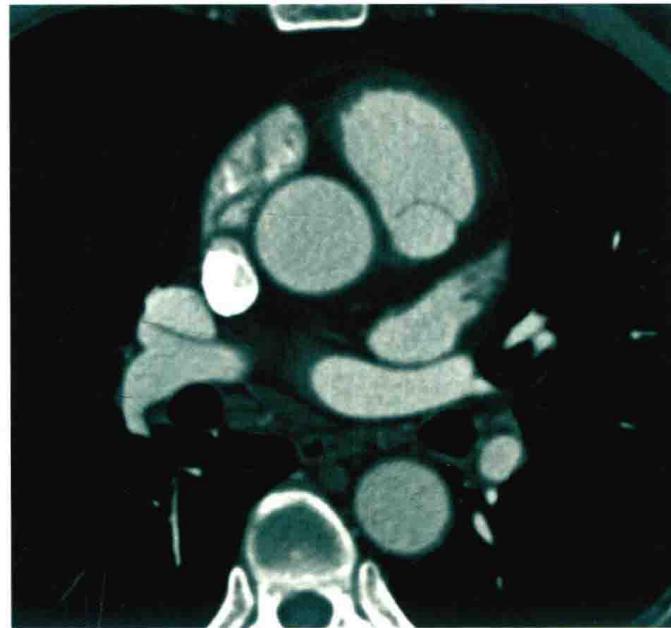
CT 横断位 MIP 图，显示左心耳狭长呈指状
